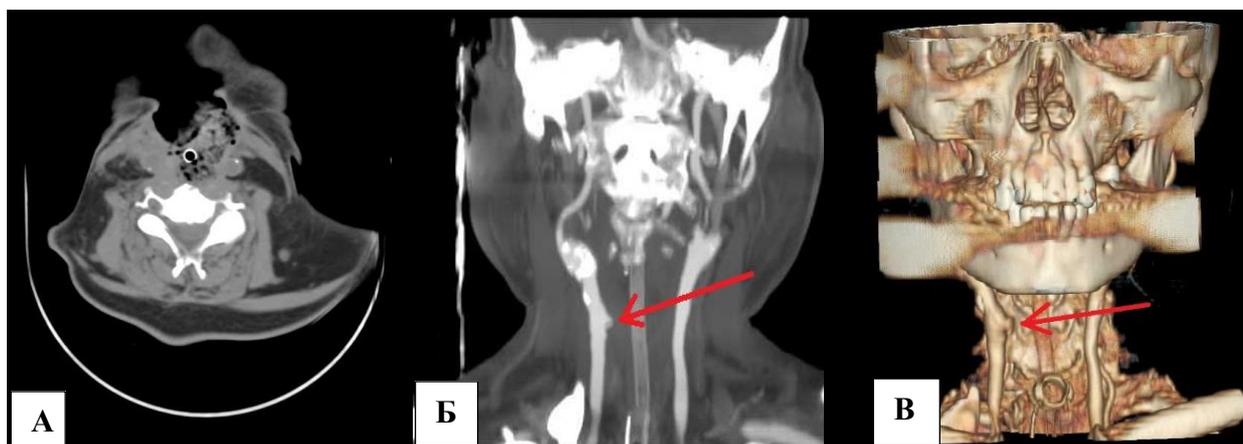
КТ-исследование шеи с внутривенным контрастированием:
